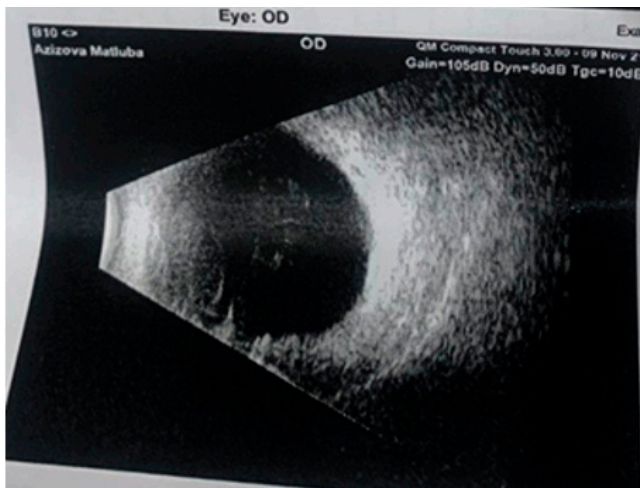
Результаты УЗИ (В-сканирования) правого глаза пациентки А. при первичном осмотре: (9 ноября 2021 г.) плавающие помутнения стекловидного тела, сетчатка прилежит.
